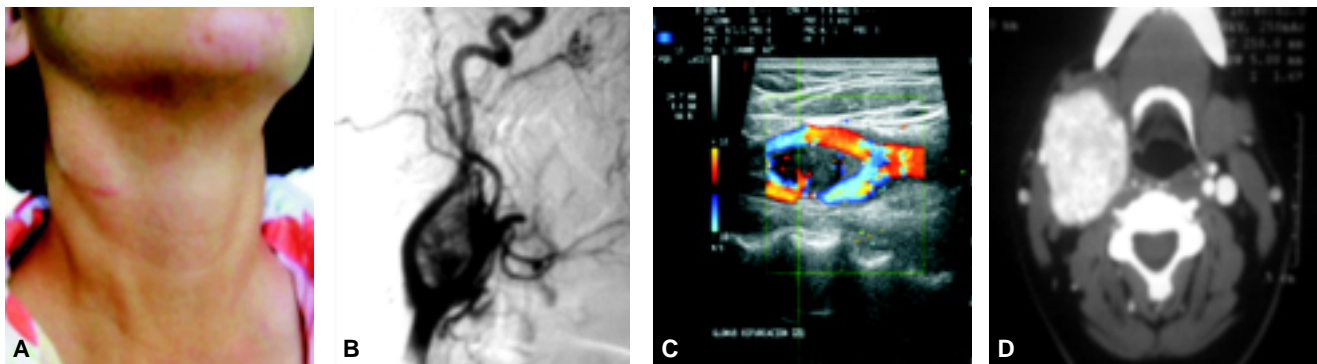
A) Tumor en cara lateral de cuello asintomática, con una cicatriz debido a un abordaje previo en una paciente con diagnóstico de tumor de cuerpo carotídeo derecho. B) Angiograma que muestra una tumoración grande hipervascular. C) Ultrasonido dúplex demostrando la separación de vasos carotídeos por el tumor. D) Tumor de cuerpo carotídeo mayor a 5 cm de diámetro transversal.
